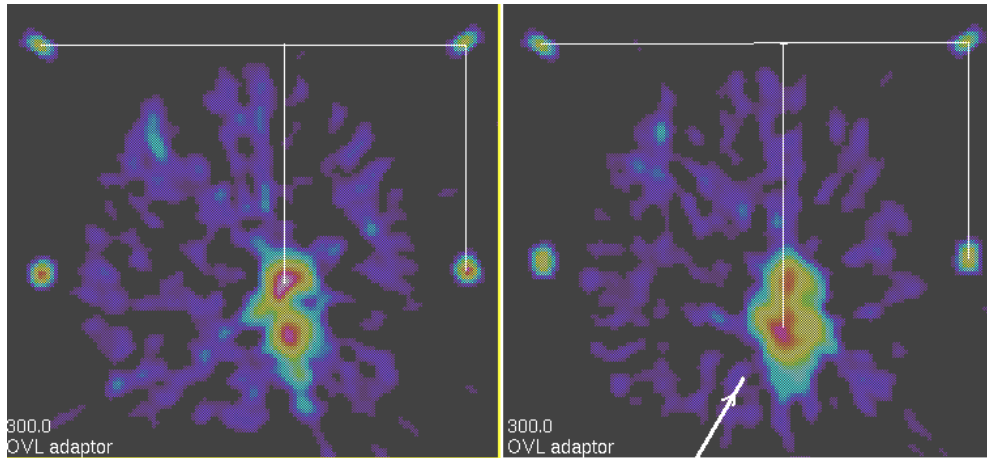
Стереотаксическая подготовка на ПЭТ взятия биопсии.
